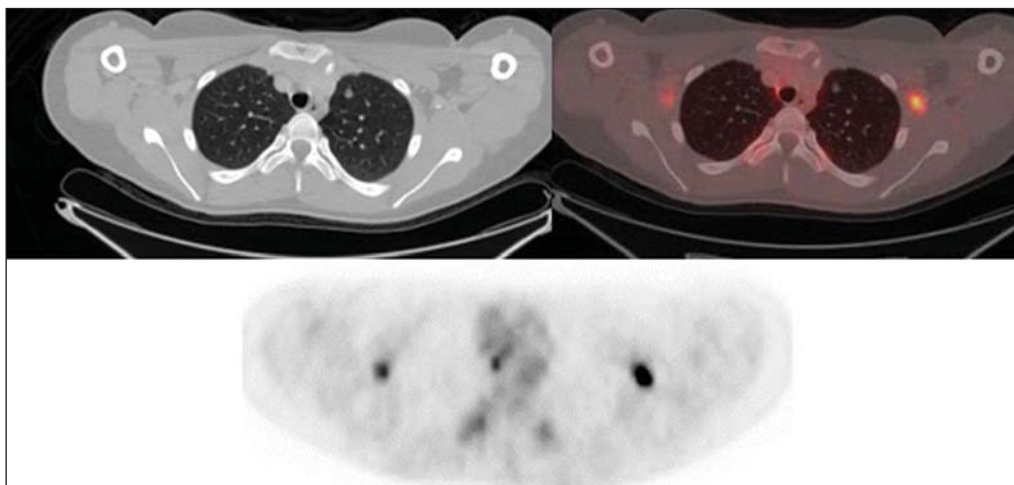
PET/CT e TC da mesma paciente da Figura 2 mostra um nódulo pulmonar sem evidência de calcificação, localizado no lobo superior do pulmão esquerdo, medindo 0,8 cm, sem captação pelo radiofármaco. A lesão tratava-se de uma metástase diagnosticada somente pela TC, sem hipercaptação glicolítica no estudo com PET.
